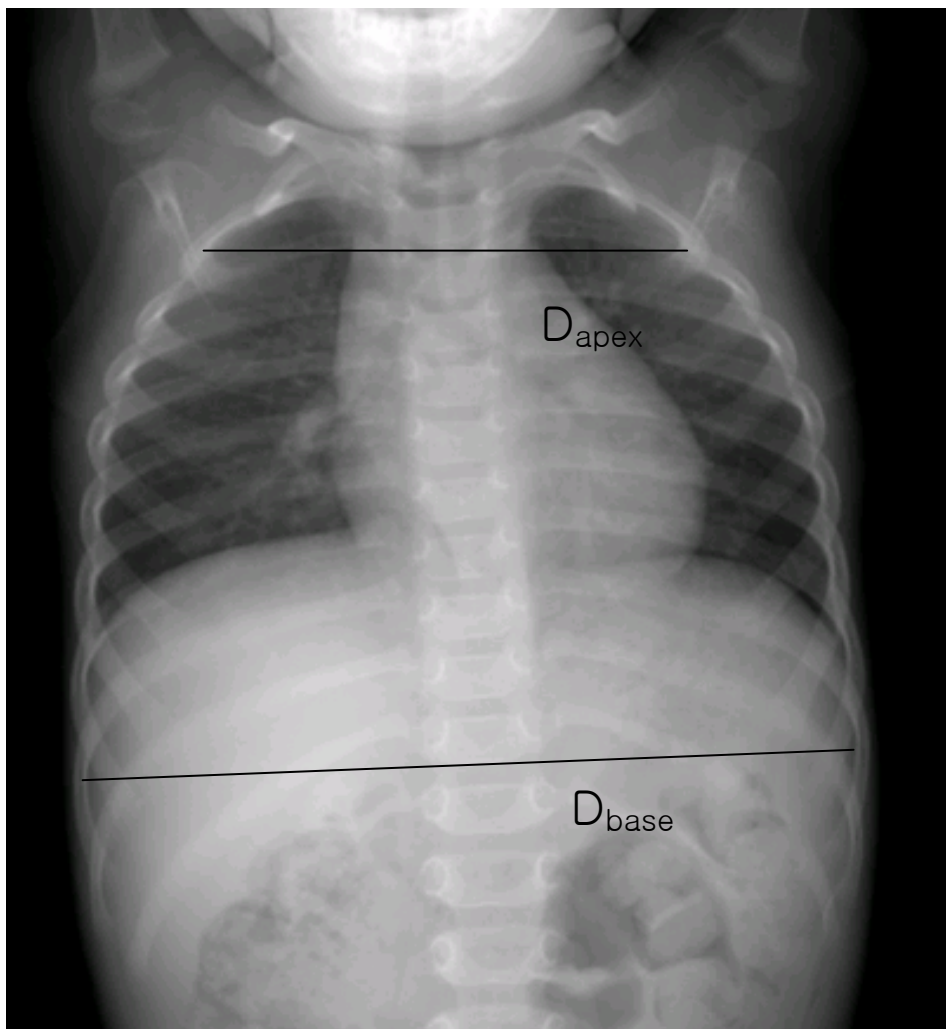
Chest wall growth ratio on simple chest X-ray. Chest wall growth ratio is defined as $D_{\text{apex}} / D_{\text{base}} \times 100 (\%)$.
